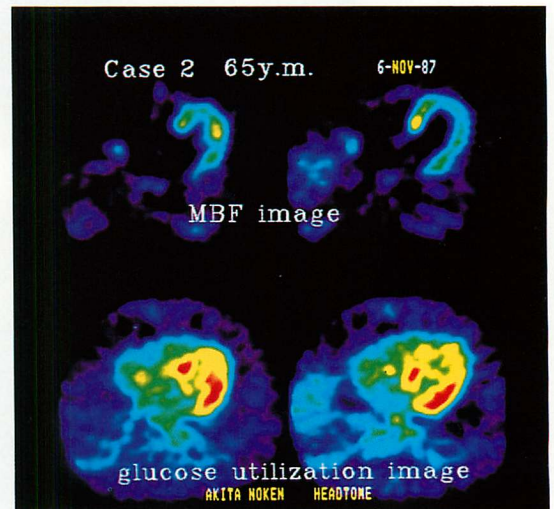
PET images of Case 2.
